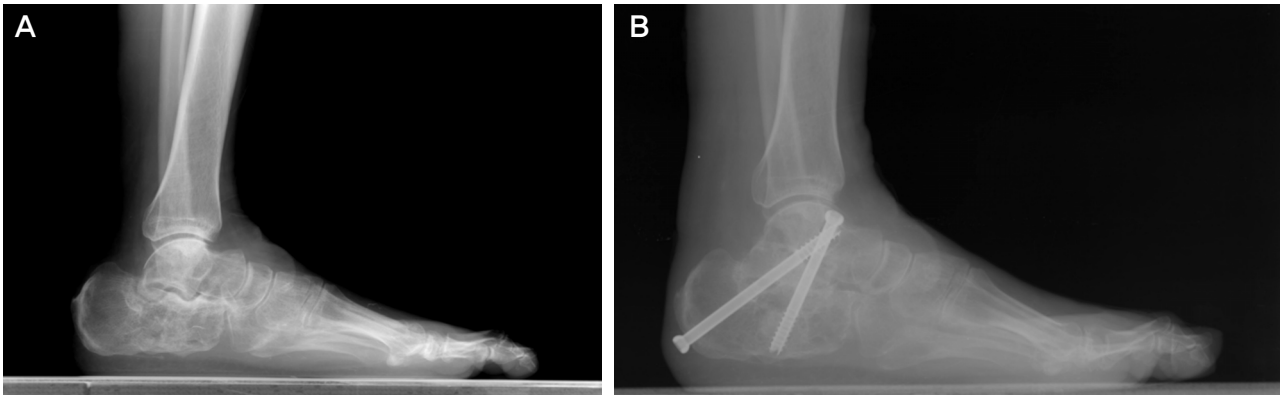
37 years old female, she was taken subtalar distraction arthrodesis for malunion of Lt. calcaneus fracture. (A) Preoperative lateral radiograph of ankle, (B) postoperative lateral radiograph of ankle.
